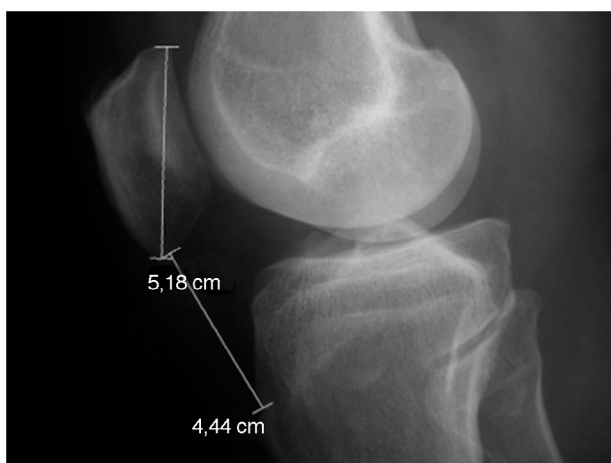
Radiografia em perfil de joelho. Cálculo do Insall-Salvatti.
